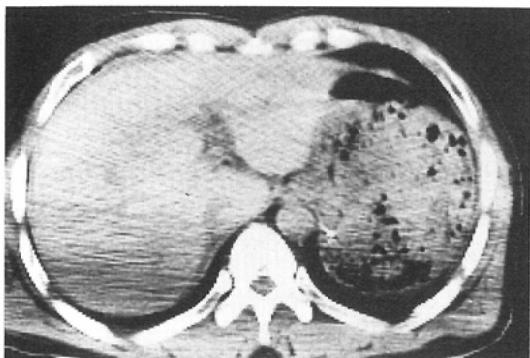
Patient 8, a 36-year-old male with lacerated liver due to a 7m fall. An US revealed free fluid collection and laceration of the right hepatic lobe. A plain CT, however, failed to show abnormal findings caused by artifact from fractured upper extremities (Fig. 4). Emergent laparotomy revealed laceration of posterior region of the right hepatic lobe.
